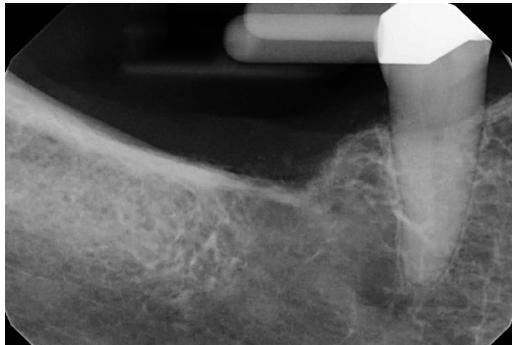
インプラント撤去後のX線写真。頬側骨を取り除きインプラントを吸引にて除去した
